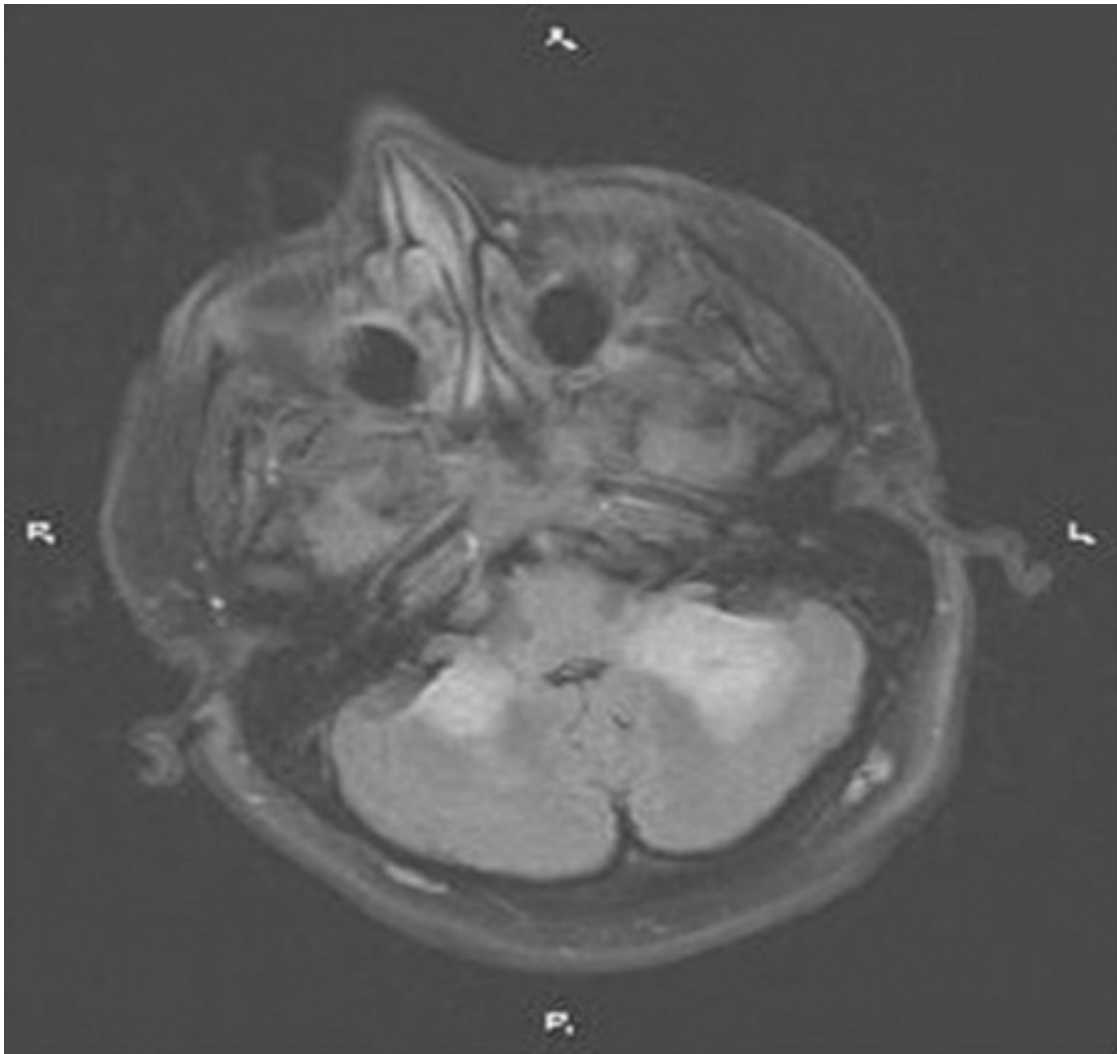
RMN axial en secuencia FLAIR.
